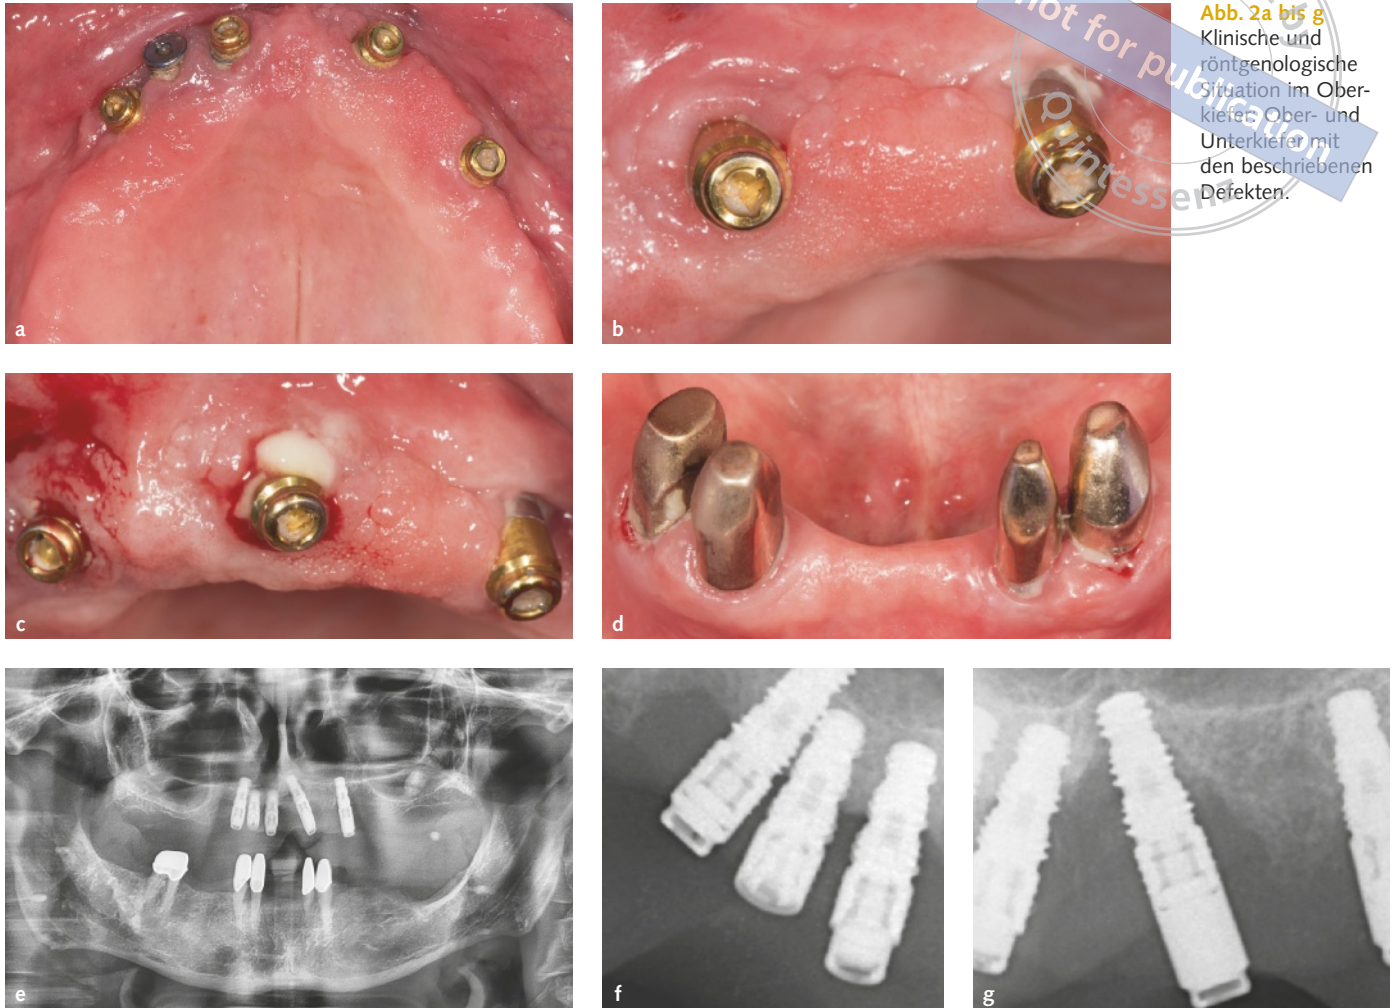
bis g Klinische und röntgenologische Situation im Oberkiefer, Ober- und Unterkiefer mit den beschriebenen Defekten.
